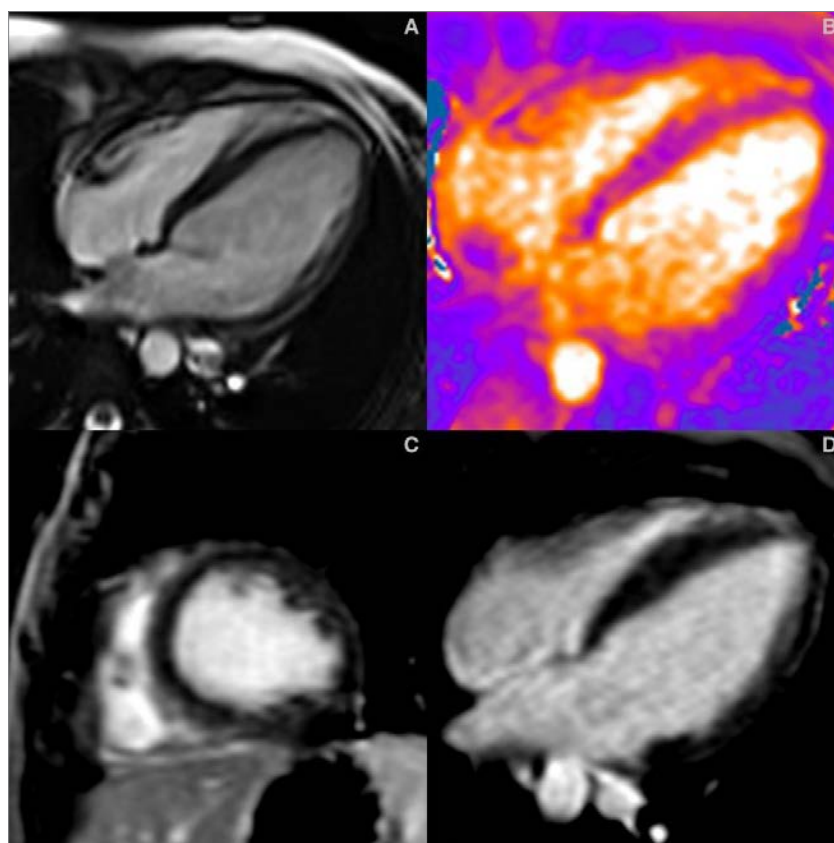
Cardiac MRI of a 36-year-old woman with peripartum cardiomyopathy. A – four-chamber cine SSFP: dilatation of the LV and reduced LV ejection fraction; B – four-chamber T2-mapping: normal T2 time (49 ms); C, D – short-axis and four-chamber LGE: no signs of inflammation or myocardial fibrosis.
